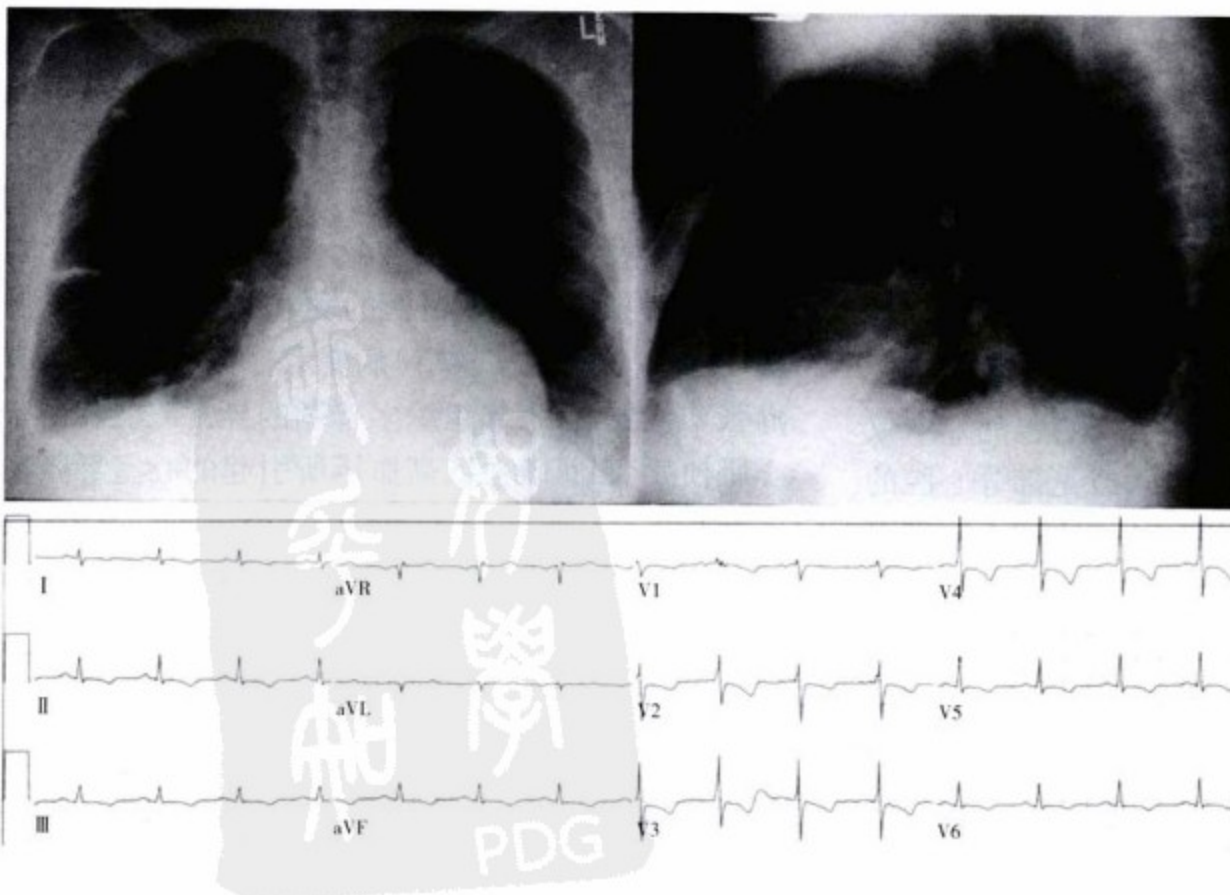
上排图胸部平片显示心脏呈烧瓶样增大,并伴有肺下叶的渗出及双侧胸腔积液。侧位片可见胸骨后方右室前缘心包钙化影。下排图心电图示窦性心律伴非特异性的复极化异常及临界低电压,这是由于心包增厚及钙化引起体表电压记录受阻所致。
